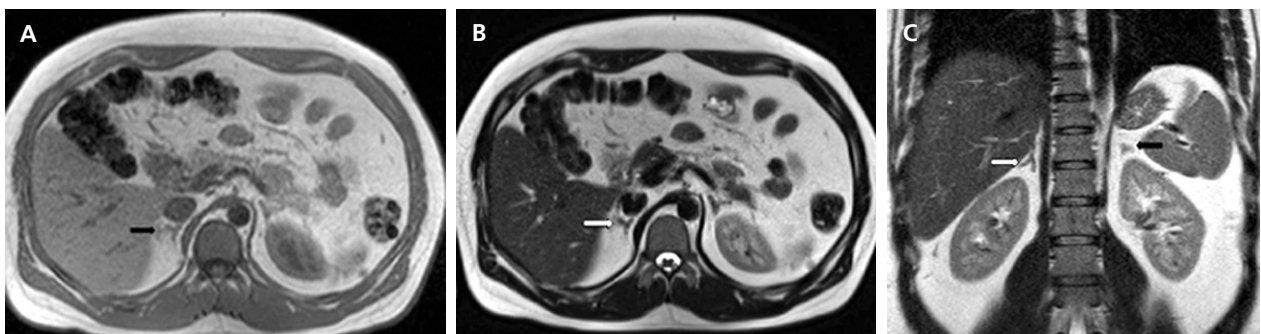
Glándula suprarrenal normal en resonancia magnética. (a) Cortes axial ponderado en T1 la señal de la glándula normal (flecha negra) es hipointensa respecto a la grasa retroperitoneal e isointensa respecto al parénquima hepático. (b) Cortes axial ponderado en T2 en que se muestra la glándula suprarrenal derecha (flecha blanca) y (c) corte coronal ponderado en T2 en que se muestra la glándula suprarrenal derecha (flecha blanca) y la glándula suprarrenal izquierda (flecha negra) con similares características de intensidad de señal.
